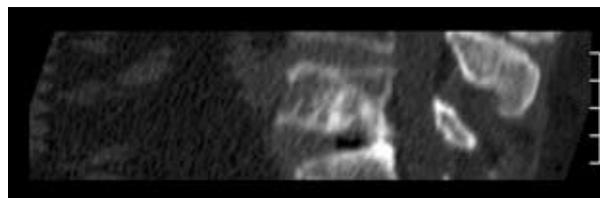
Метастаз фолликулярного рака щитовидной железы в теле L_v позвонка. Компьютерная томограмма
